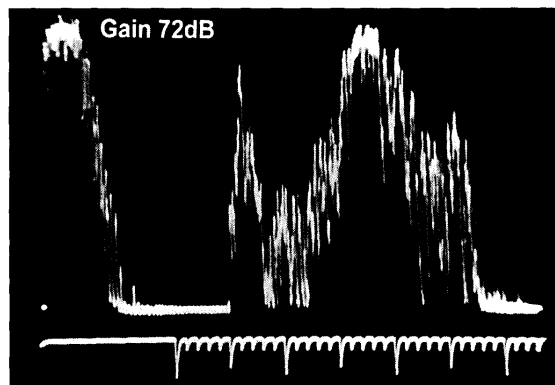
ぶどう膜悪性黒色腫症例1の超音波Aスキャン所見
